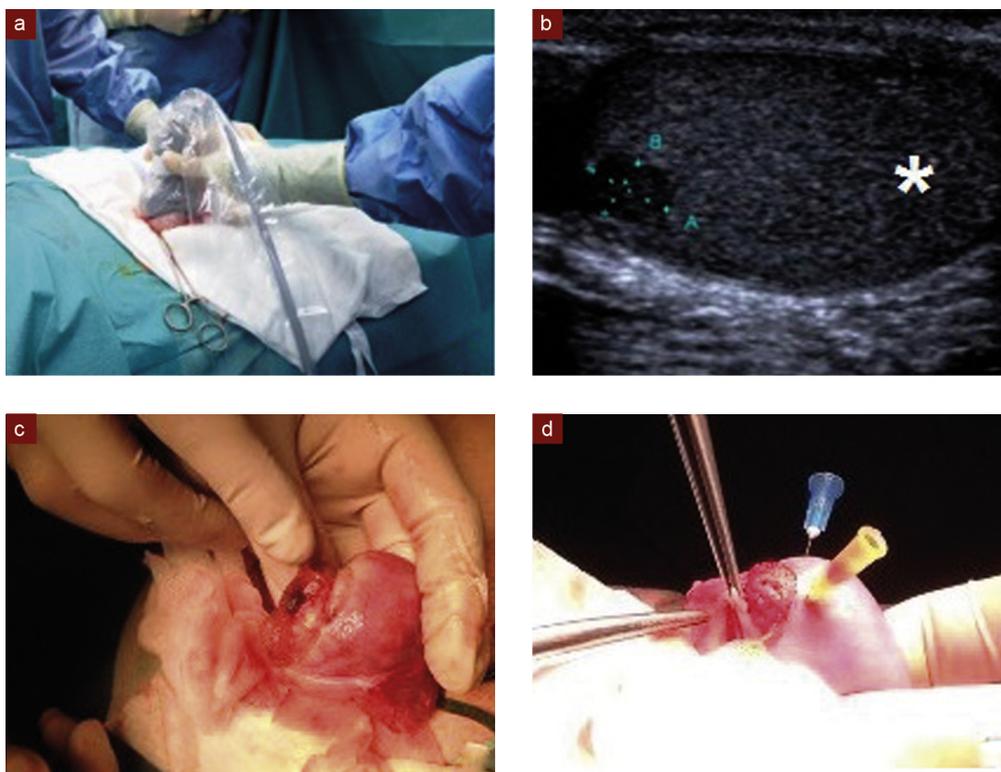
Technique chirurgicale de l'extraction de sperme par biopsie testiculaire : a : repérage échographique ; b : lésion tumorale et site de TESE (*) ; c : ouverture de l'albuginée ; d : prélèvement de pulpe.
